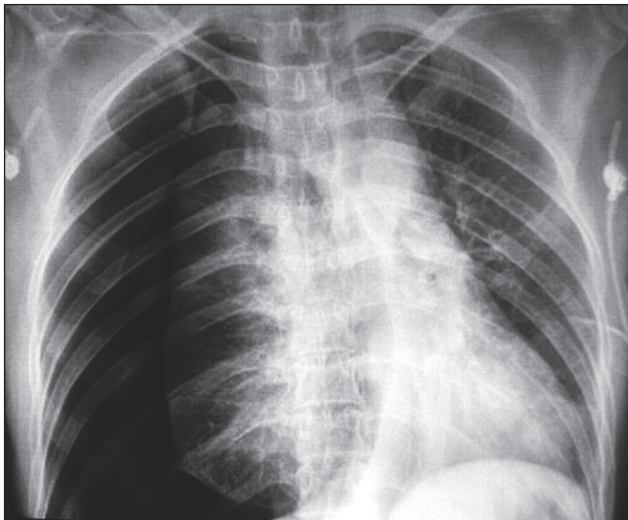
Рентгенограма грудної клітки, передня проєкція. Правосторонній великий пневмоторакс визначається появою вертикальної лінії, що відповідає зображенню відсунутої через пневмоторакс вісцеральної плеври
